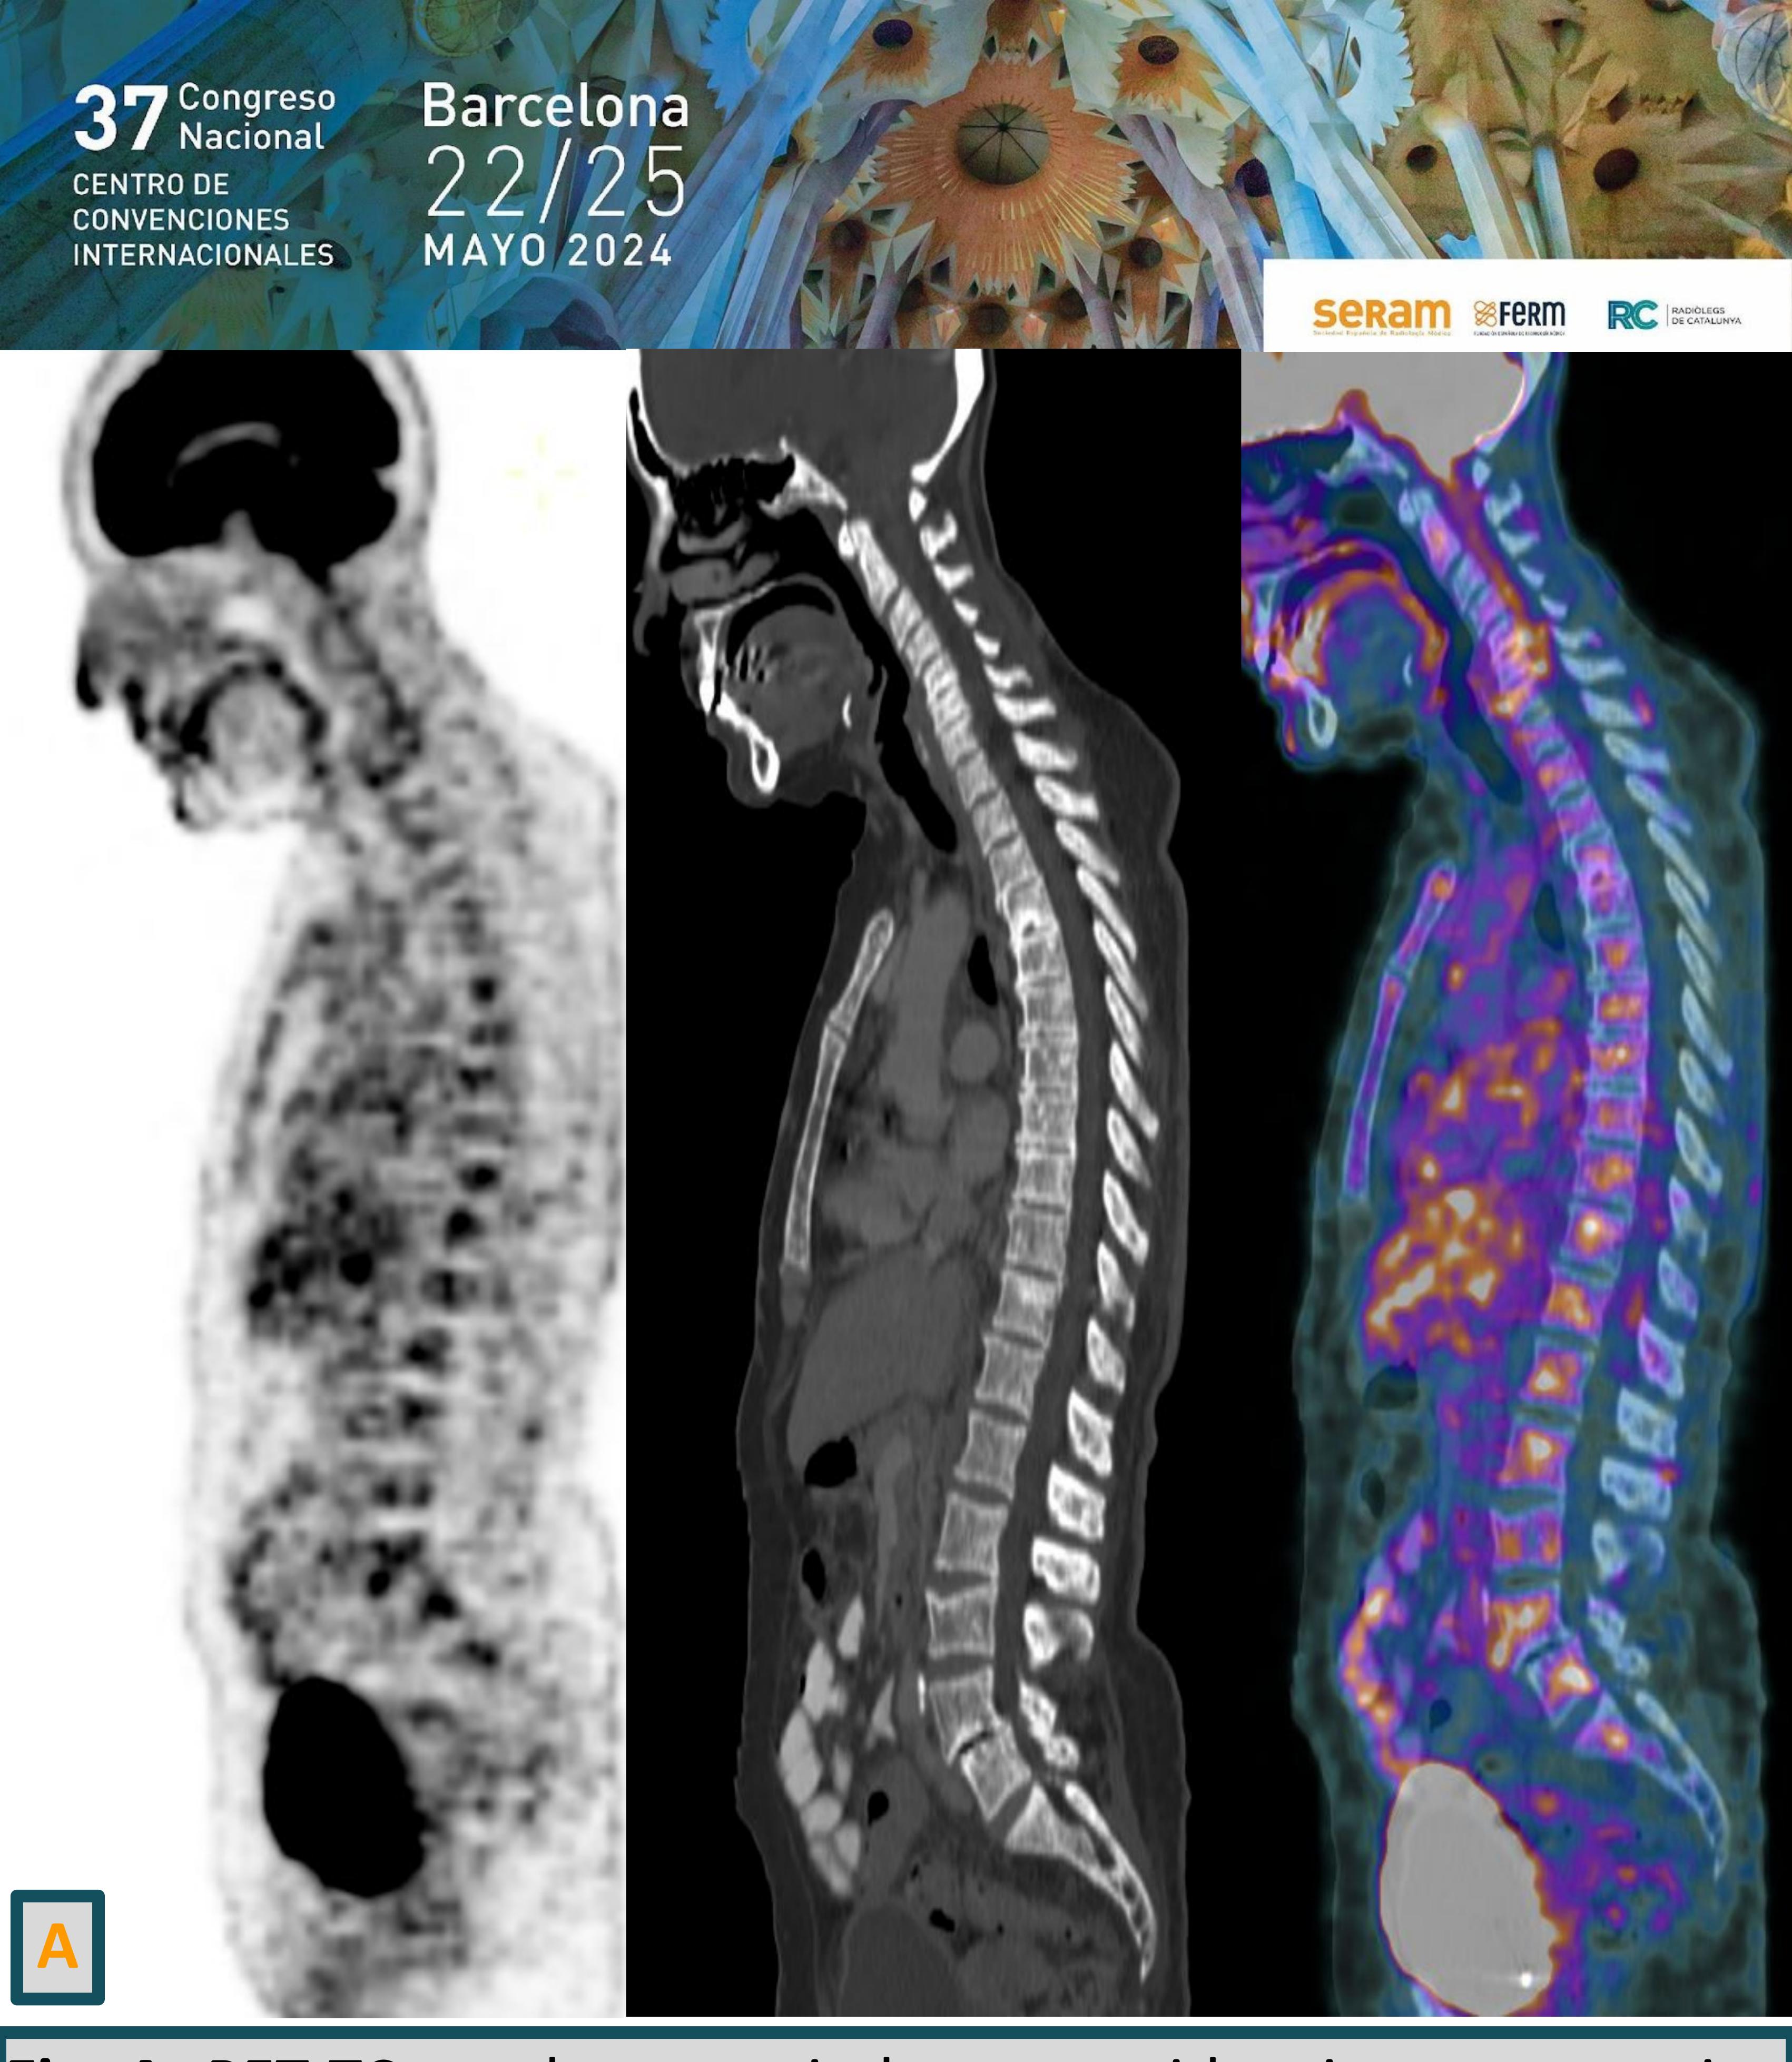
PET TC en planos sagitales que evidencian compromiso difuso mixto en las estructuras óseas de aspecto secundario con sectores de tenue acentuación metabólica.
